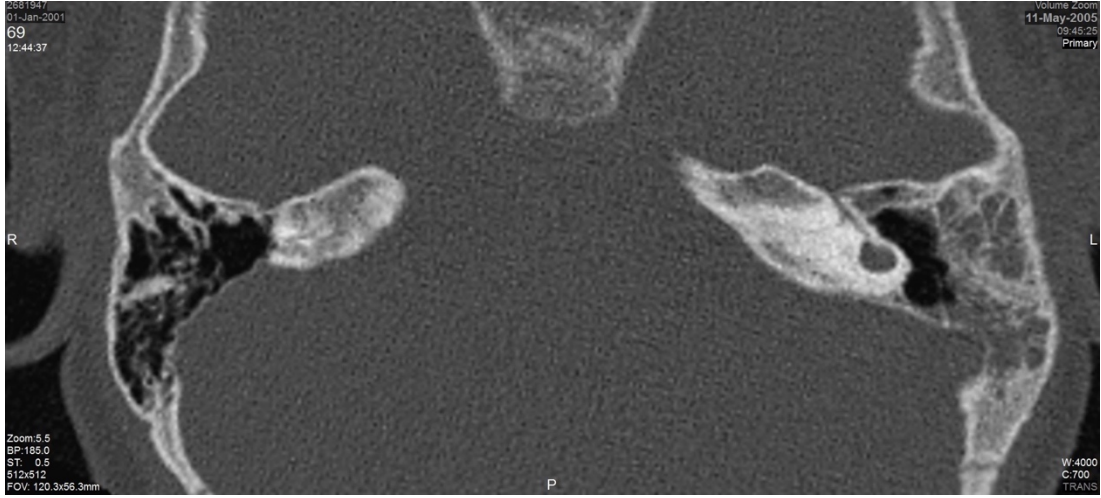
B1 numaralı bireye ait BT görüntüsü.
